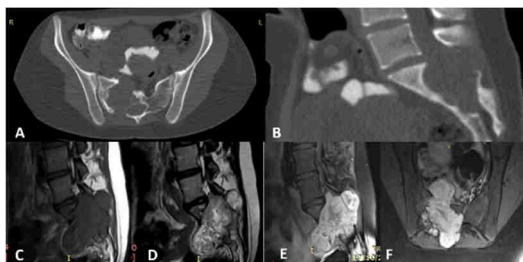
Estudios imagenológicos preoperatorios. Tomografía computarizada (TC) donde se evidencia lesión intrasacra expansiva originada desde la raíz nerviosa S1 y S2 derecha, con invasión del canal vertebral desde S1 hasta S3, con erosión de la cara anterior de S2 y posterior de S1 (A y B). Resonancia Magnética (RM) de columna lumbosacra (C-E). Cortes sagitales. Se evidencia lesión ocupante de espacio en canal sacro con extensión al canal en L5, de bordes bien definidos, isoíntenso en T1 y T2 (C y D) en relación a líquido cefalorraquídeo (LCR), con realce hiperintenso homogéneo con la administración de contraste (E y F).
